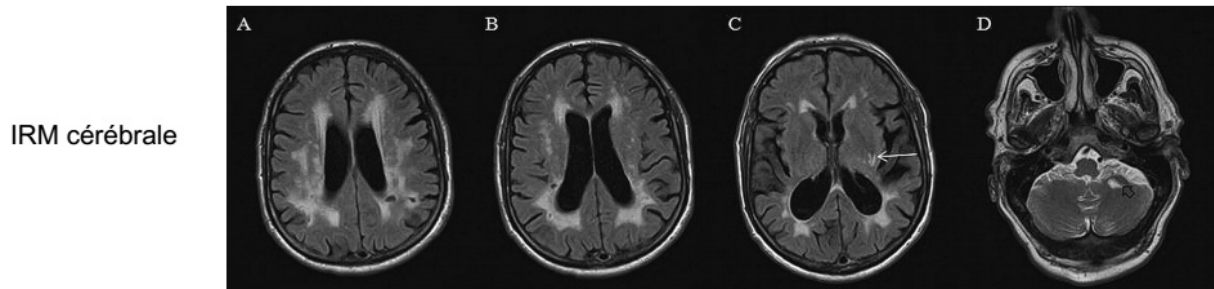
Un IRM cérébrale
